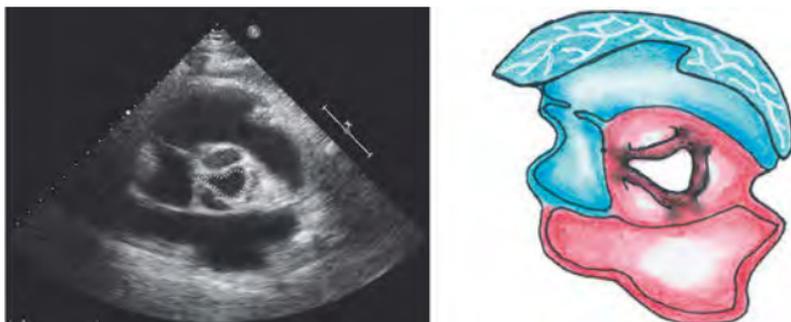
• Planimetrie einer AS in der parasternalen kurzen Achse.
